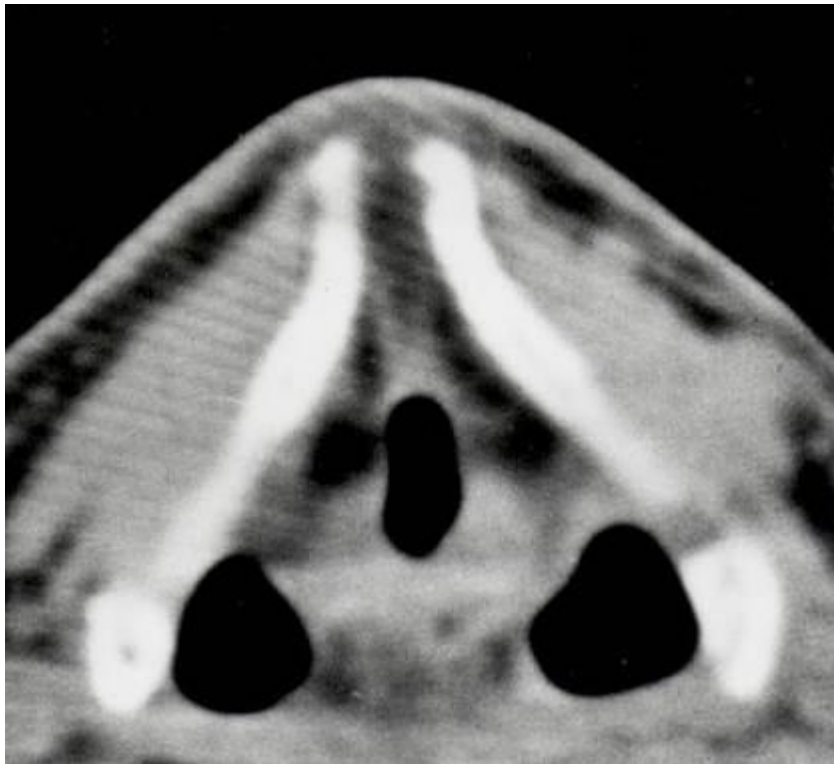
Компьютерные томограммы гортани в норме (1)
